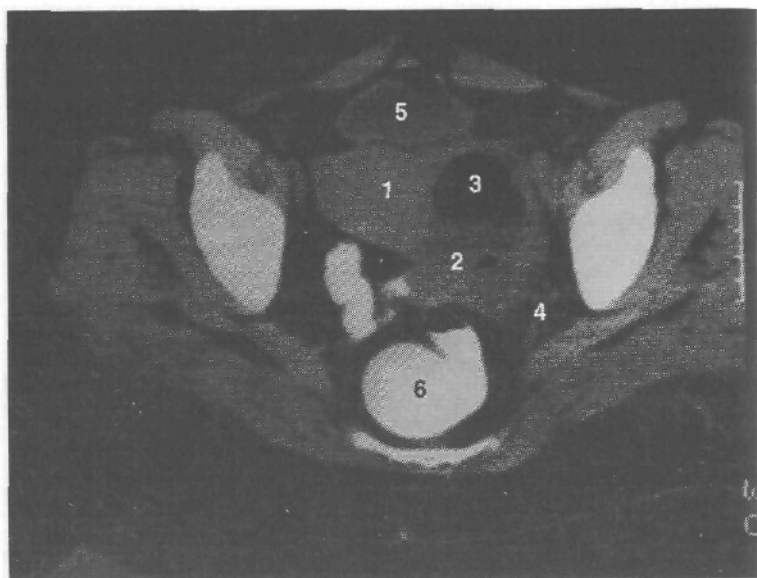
Гнойное тубоовариальное образование, Томограмма.
